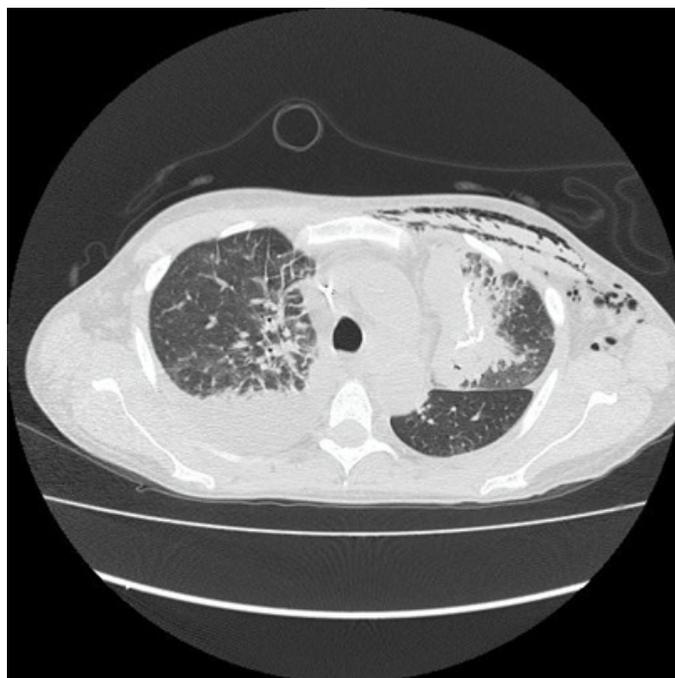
TAC de tórax: Derrame pleural derecho.
